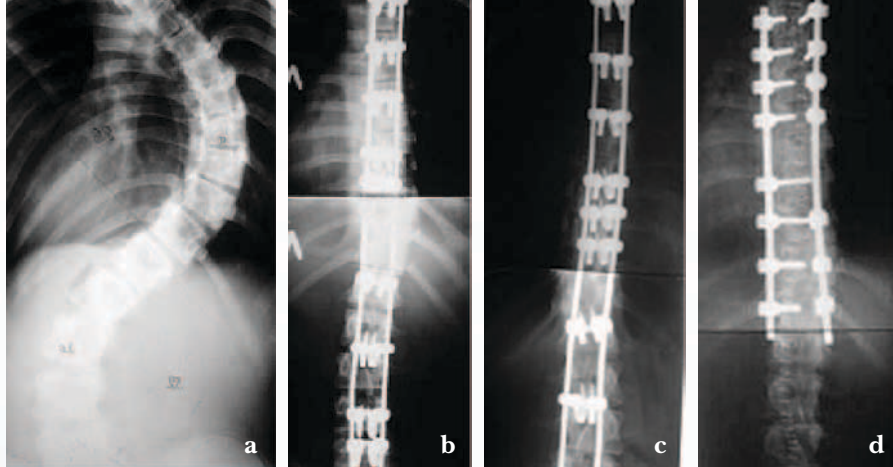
Рентгенограммы пациентки 12 лет с тяжелой сколиотической деформацией: а) до операции; б) после операции по коррекции сколиоза системой LSZ; в) через три года после операции; д) после завершения роста позвоночника и финальной коррекции стабильной системой
